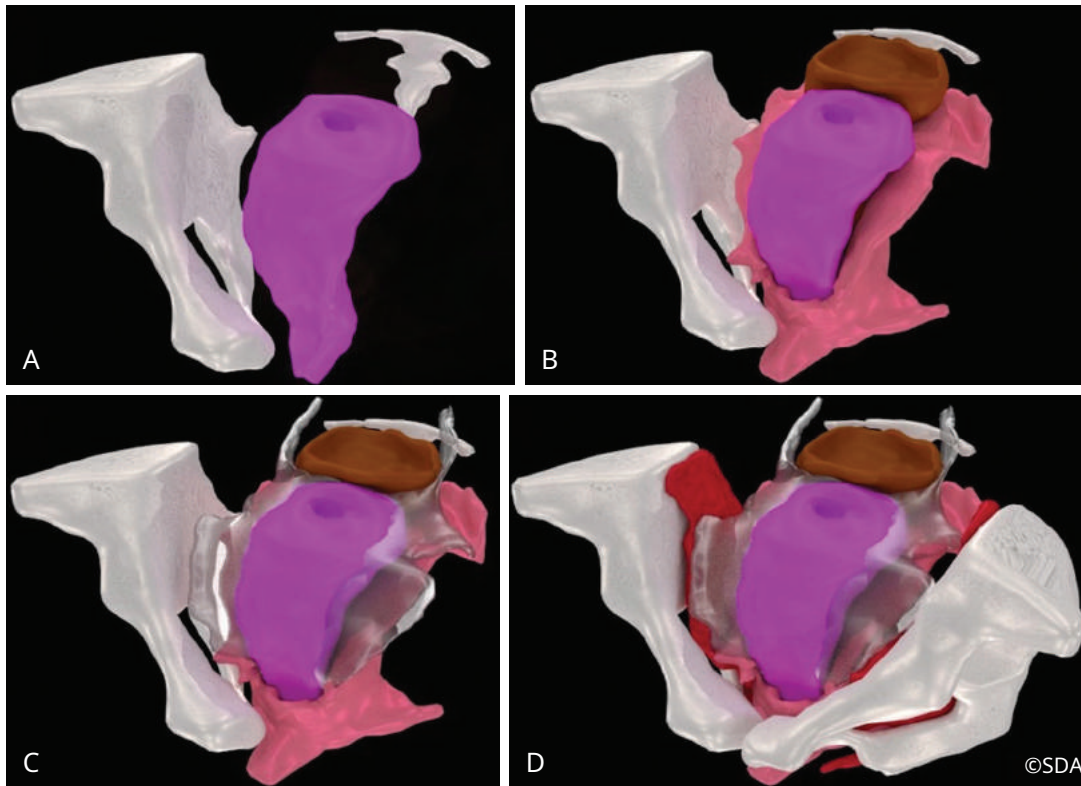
Ilustraciones digitales de segmentaciones de imágenes de resonancia magnética que demuestran un soporte vaginal normal. A, Representa una vagina con soporte normal (*púrpura*) con una porción inferior de la pelvis ósea derecha y el cóccix (*blanco*); B, con la adición del recto (*marrón*) y los músculos del suelo pélvico (cocciógeos en la parte superior, luego el elevador del ano y los músculos perineales superficiales en la parte inferior) (*rosa*); C, se agregó soporte de tejido conectivo de nivel I (inferior) y nivel II (superior) (*transparente, gris*); D, pelvis ósea del lado izquierdo (*blanco*) y músculos obturadores (*rojo*) agregado.
